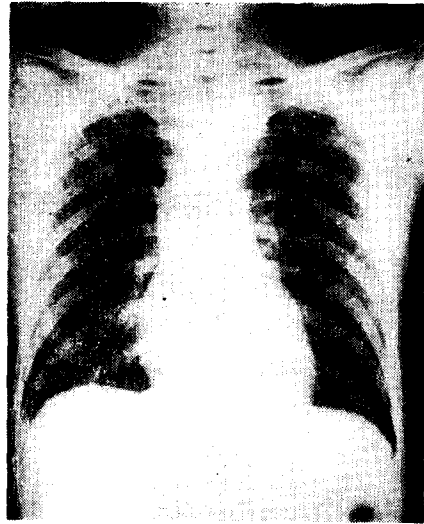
Preoperative chest X-ray film. It showed a small round shadow at the left margin of upper mediastinum.
